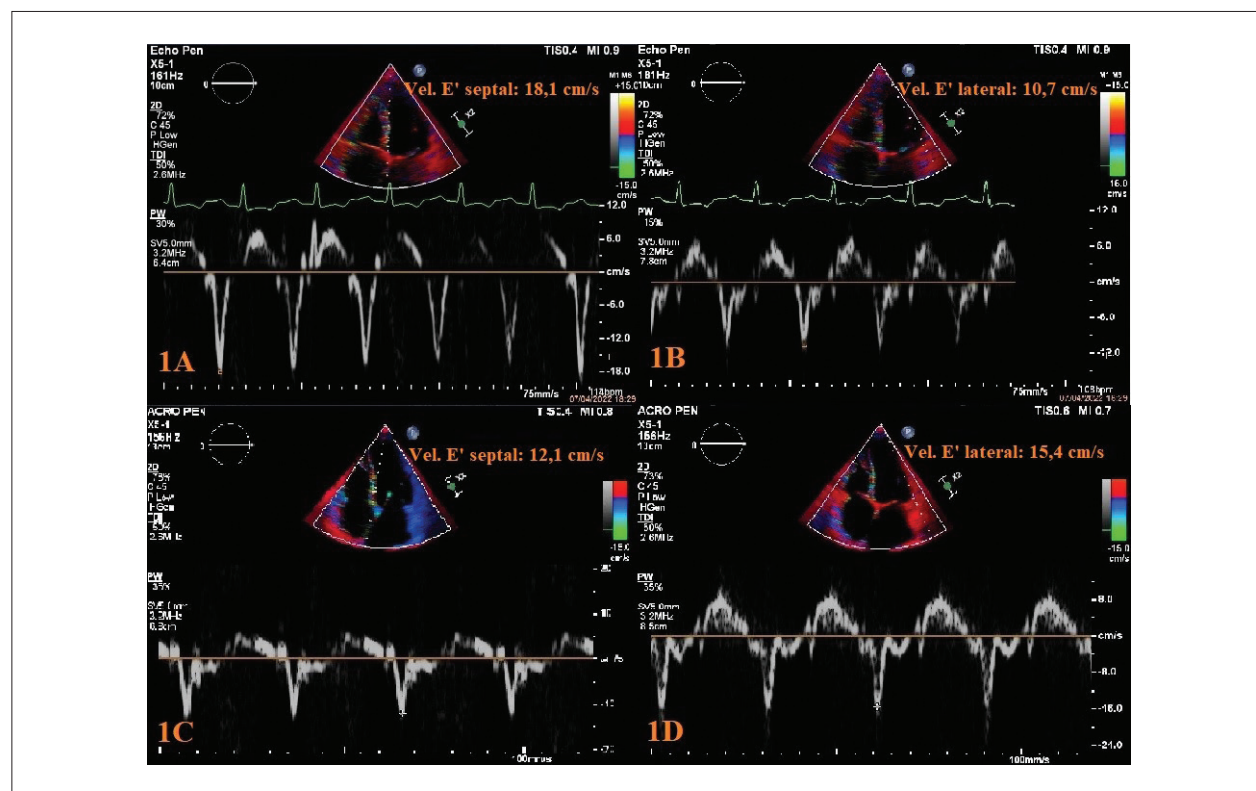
Doppler tecidual demonstrando o fenômeno do *annulus reversus* nas Figuras 1A e 1B, em que a velocidade do anel mitral septal (18,1 cm/s) é maior do que a lateral (10,7 cm/s). Após a pericardiectomia, houve normalização dessa relação, com a velocidade septal (12,1 cm/s) inferior à lateral (15,4 cm/s), demonstrada nas Figuras 1C e 1D.
